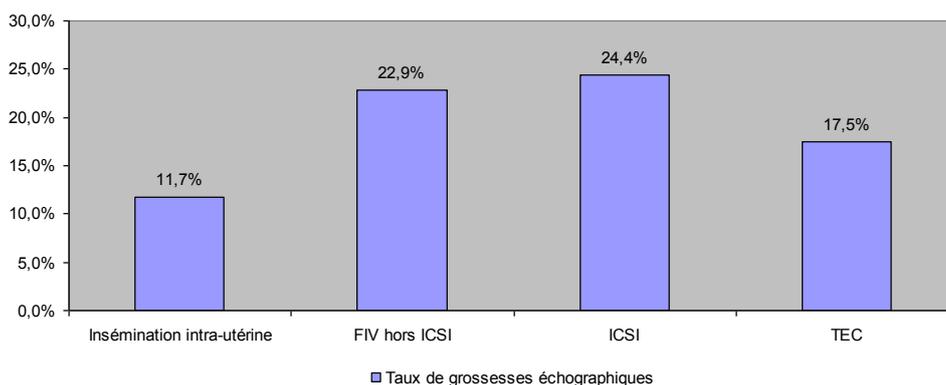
Taux de grossesses échographiques après tentatives d'AMP intra-conjugale selon la technique en 2011 en France
